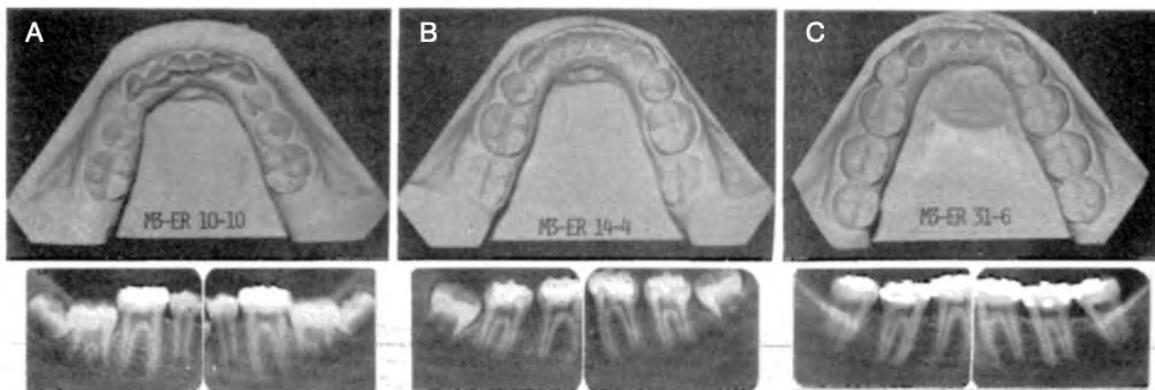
photographies des moulages d'étude et des radiographies rétro-alvéolaires des secteurs molaires mandibulaires, avant traitement (A), après traitement (B) et 17 ans après traitement (C) chez un patient ayant 38 48 en occlusion (166)
